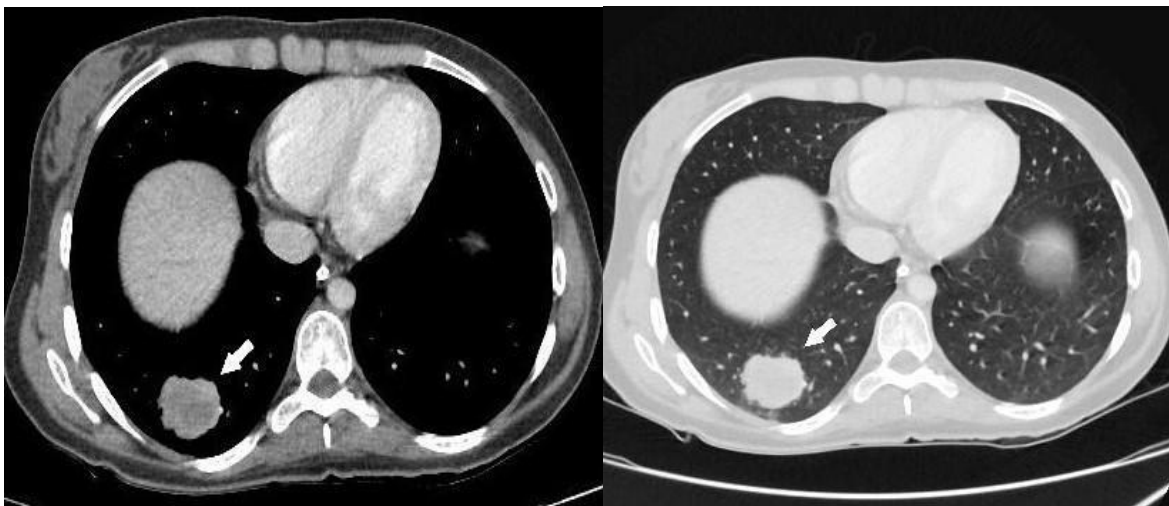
Tomografia de tórax em janela de mediastino (A) e de pulmão (B). Lesão expansiva heterogênea na periferia do lobo inferior direito (seta), relacionada a um carcinoma de células escamosas.
